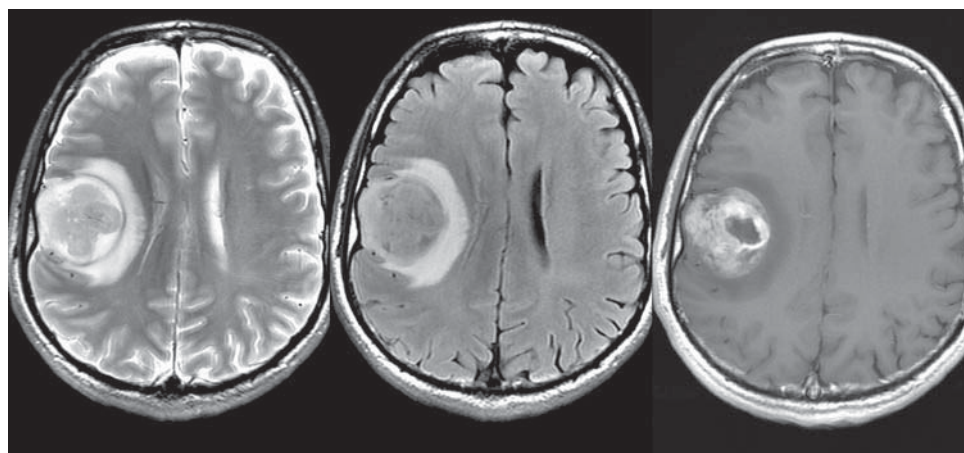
Глиоблостома правой заднелобно-теменной области. На аксиальных МР-изображениях, выполненных в режимах T2 (а), T2-FLAIR (б), в левой лобно-теменной области определяется объемное образование с гетерогенным строением, окруженное зоной выраженного перифокального отека (гиперинтенсивный МР-сигнал). На постконтрастном T1 изображении (в) после внутривенного контрастного усиления опухоль характеризуется выраженным, но неоднородным патологическим контрастным усилением.
